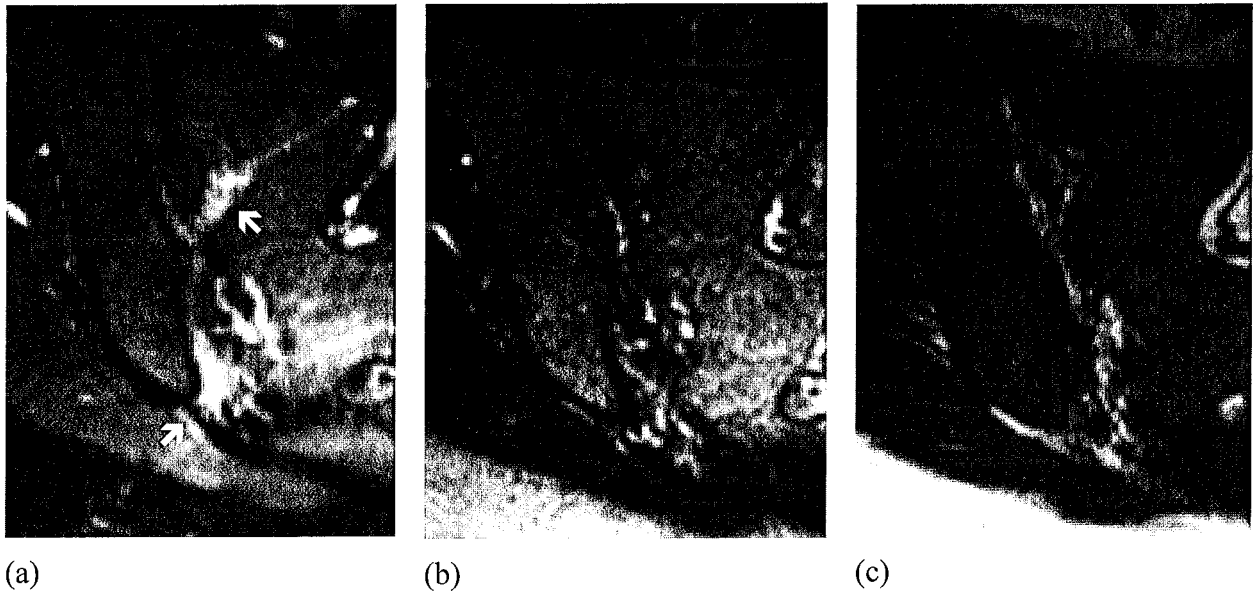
Exemple de critère inflammatoire IRM, partie ligamentaire de l'articulation.
